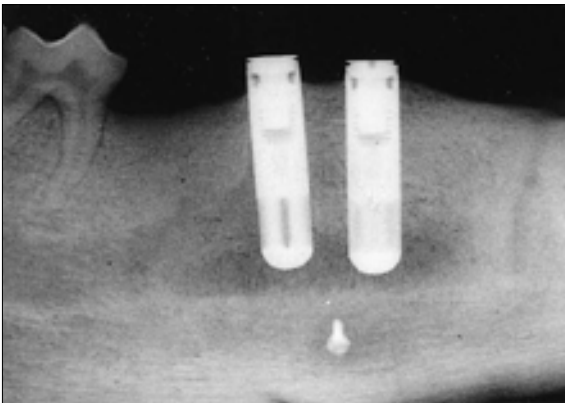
Lateral radiograph taken 12 weeks after implant installation in 4-weekgroup. Note that minor bone absorption was observed at the mesial and distal upper border of the distracted alveolar bone segment, but radiographic opaqueness expanded around the adjacent alveolar crest area, indicating the progress of bone remodeling.
